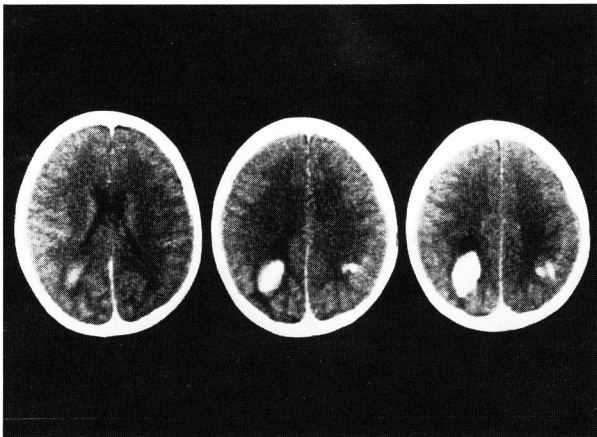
Contrast enhanced CT demonstrated slight enhanced effect at the right parietal high density area.
